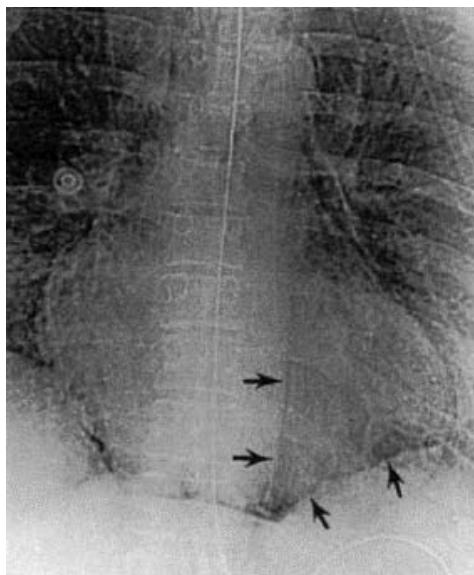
箭頭顯示Naclerio's V Sign (Adapted with permission from the Am J Roentgenol.)
